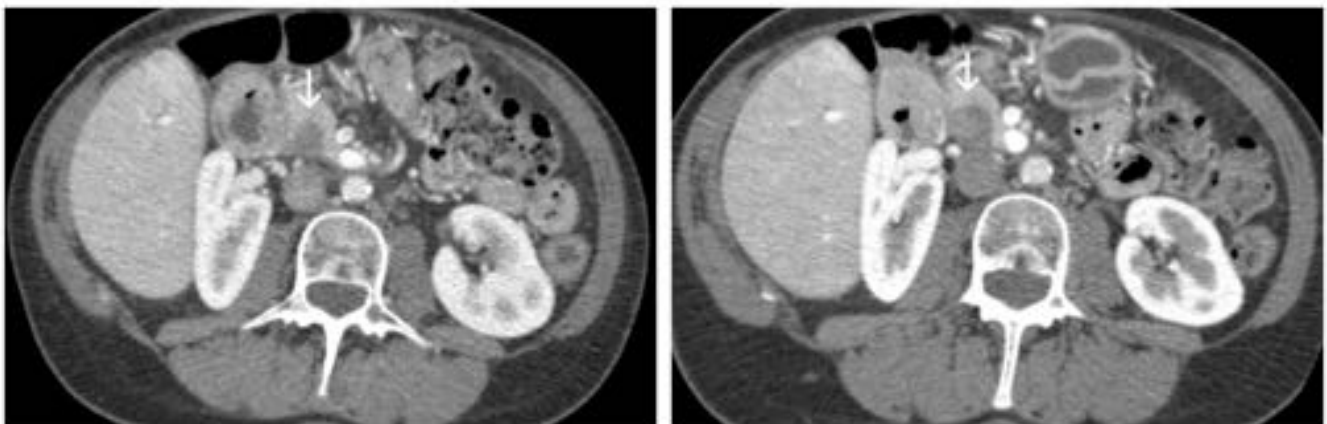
Mujer de 54 años con GIST de bajo grado de duodeno (paciente de Fig. 4). TC: cambios en cinco meses de tratamiento con imatinib observándose aumento de tamaño de otra pequeña lesión en páncreas sin otros cambios por lo que mirando sólo esta lesión no se podrá demostrar que haya respuesta al tratamiento.
